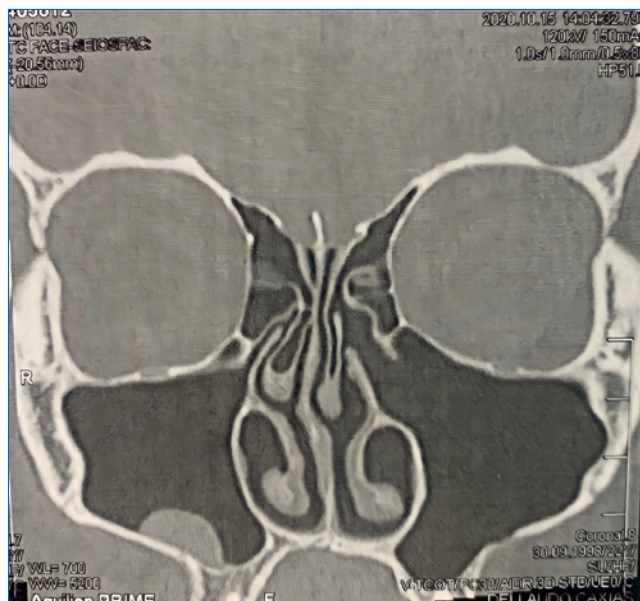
Corte coronal da tomografia helicoidal dos seios da face pós-operatória de 12 meses, evidenciando neoformação óssea e sem sinais de recidiva da lesão.
